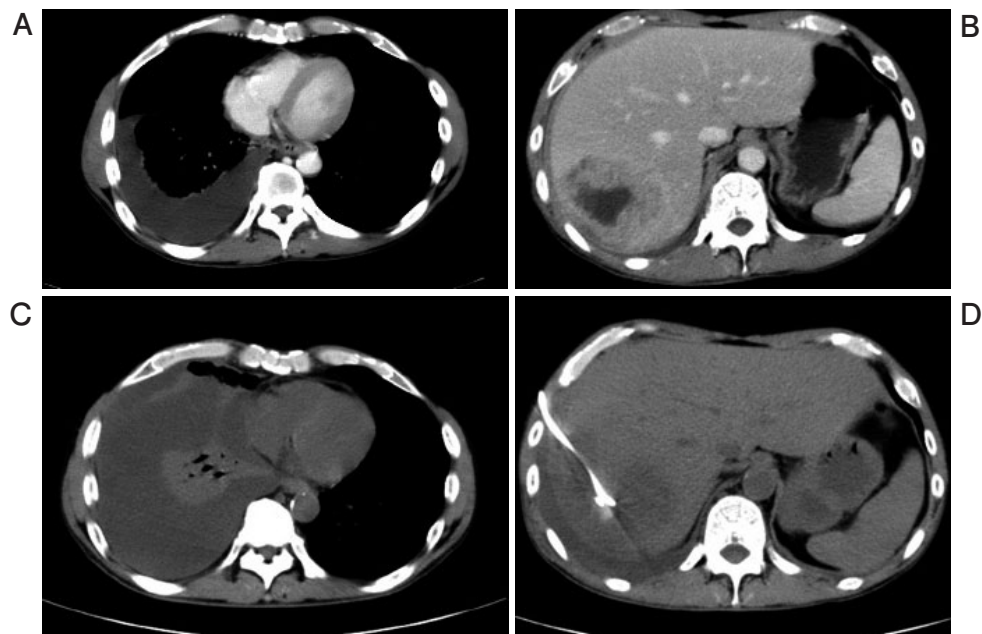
(A) A chest CT scan on admission shows pleural effusion in the right thorax. (B) An abdominal CT scan on admission shows an abscess in the right lobe of the liver. (C, D) CT images 6 days after admission show massive pleural effusion in the right thorax, and a percutaneous drainage tube going into a liver abscess through the thoracic space.
